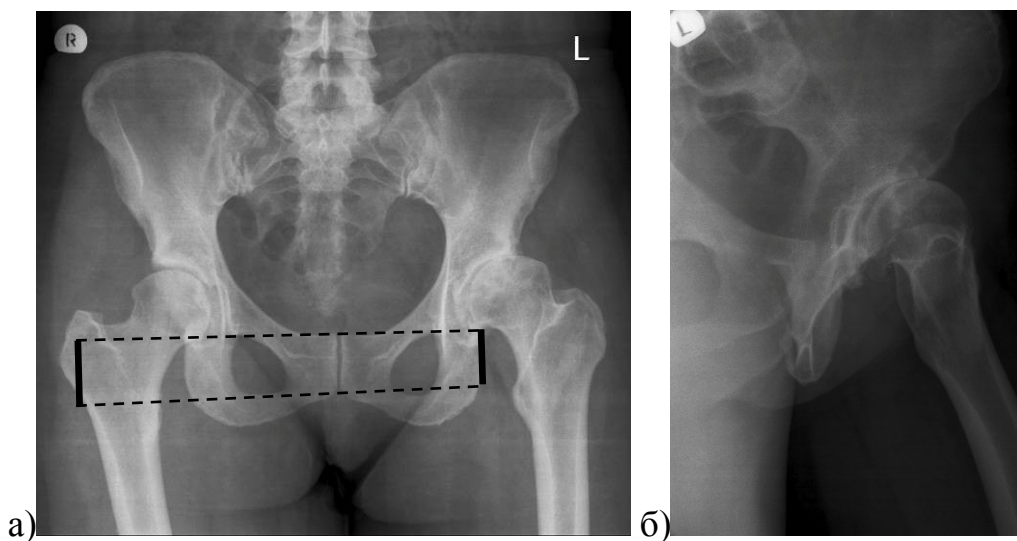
Рентгенограммы костей таза больной С., 45 лет, с левосторонним диспластическим коксартрозом: а – обзорная рентгенограмма таза (проведено измерение укорочения левой нижней конечности); б – боковая рентгенограмма левого тазобедренного сустава
